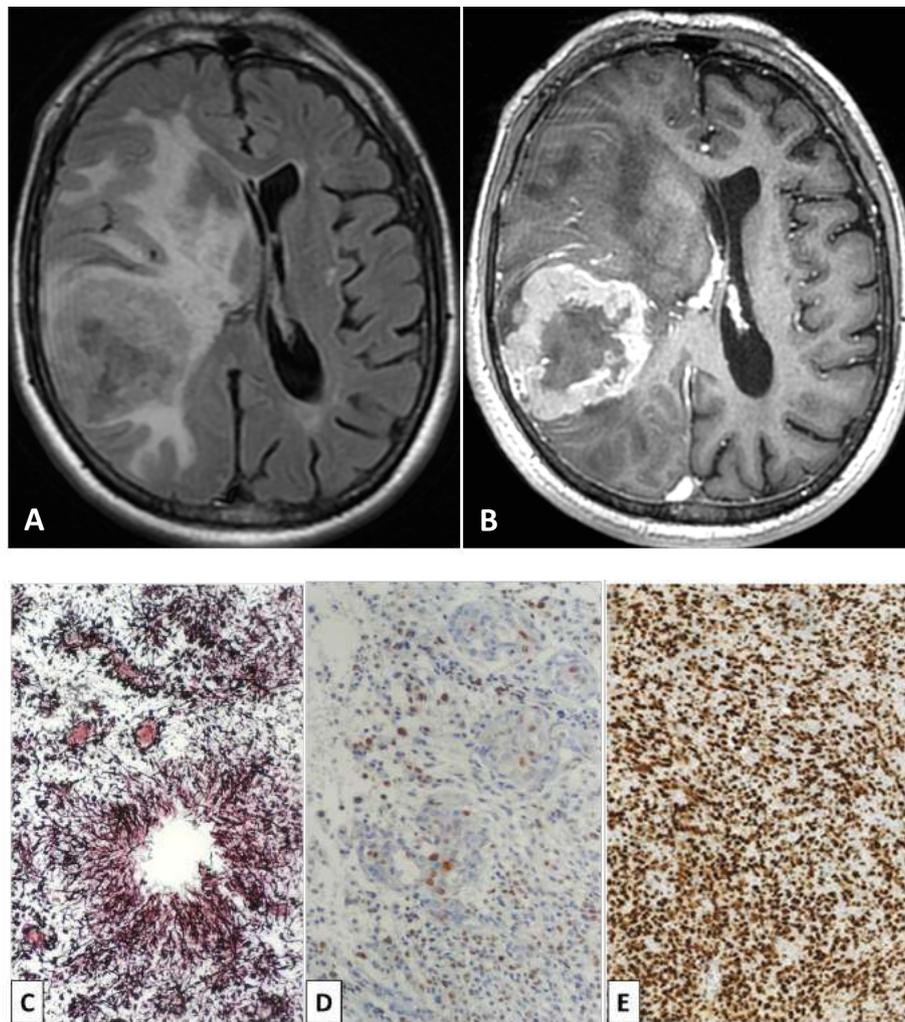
Glioblastoma IDH selvagem ou primário. A: RM de crânio na sequência FLAIR no plano axial demonstra processo expansivo parietal direito, com edema adjacente e desvio das estruturas da linha média para a esquerda. B: RM de crânio na sequência T1WI com gadolínio no plano axial mostra o realce periférico do processo expansivo. C: aspecto histológico de uma necrose em pseudopaliçada na técnica argêntica de Del Rio Hortega – 20x. D: aspecto microscópico do alto índice mitótico presente também nas células endoteliais na imuno-histoquímica para o MIB1 – 20x. E: células neoplásicas com a expressão retida da proteína ATRX na imuno-histoquímica para ATRX - 10X.
